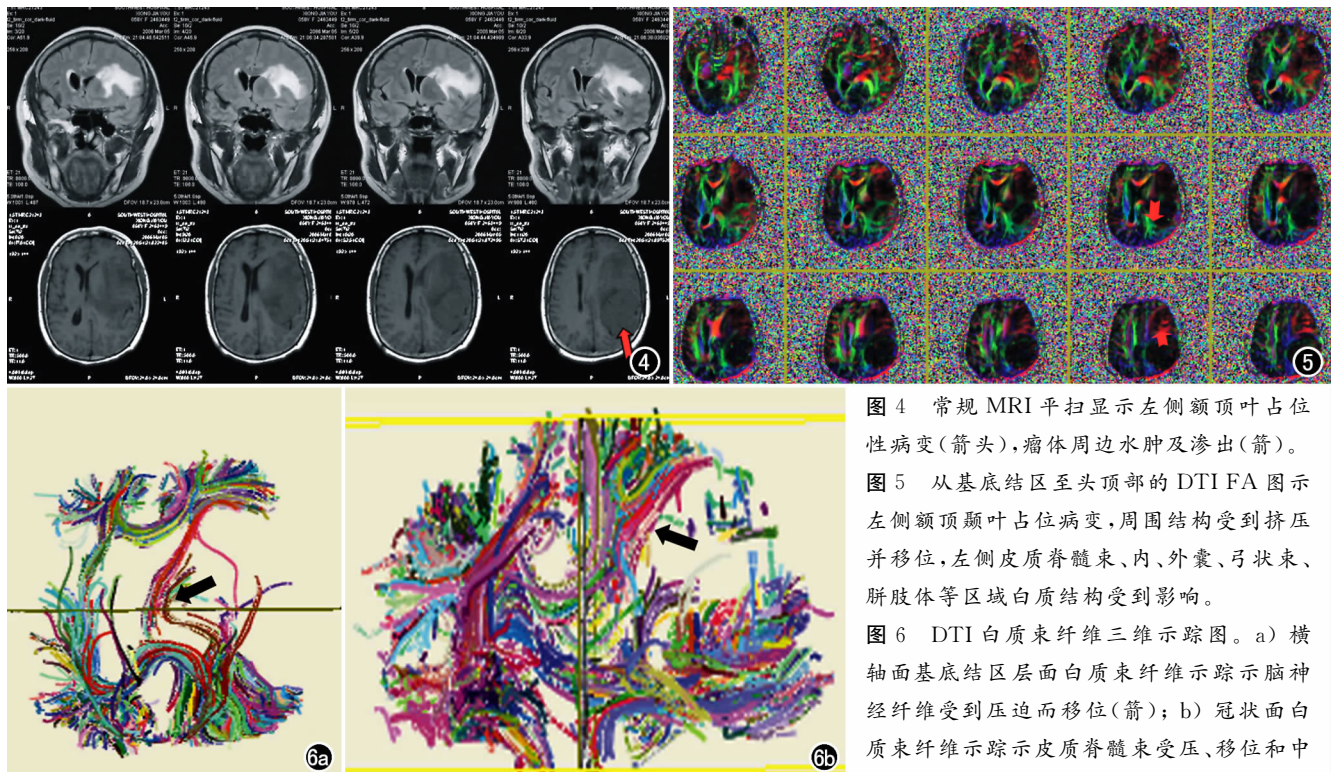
常规 MRI 平扫显示左侧额顶叶占位性病变(箭头),瘤体周边水肿及渗出(箭)。
